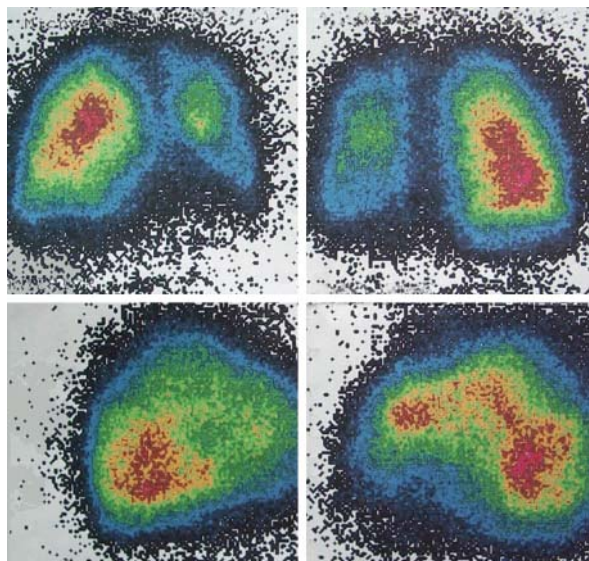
Полипозиционная сцинтиграфия легких. (РФП: Макротех).
